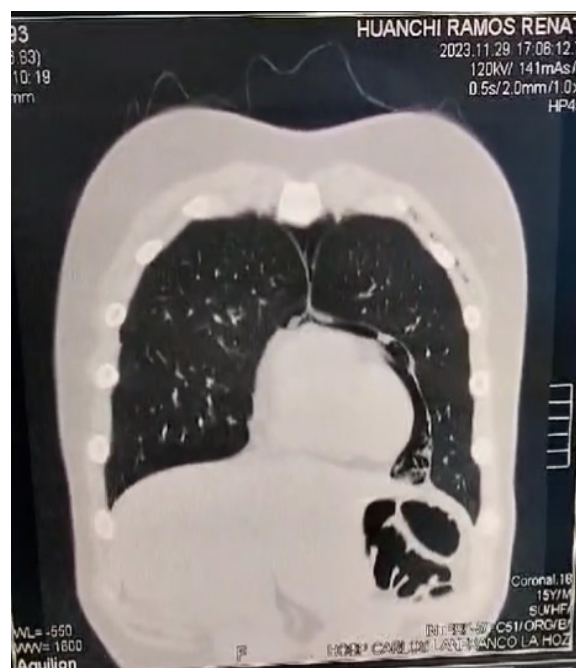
TAC (corte coronal). Neumomediastino.
